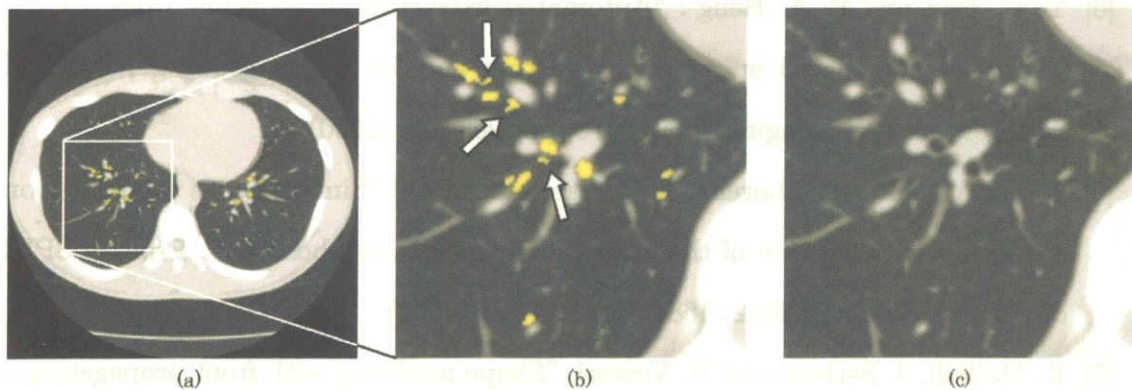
Examples of deterioration of extraction results. Small leakages occurred (white arrows). (a) Extracted bronchus regions (yellow) overlaid on a CT slice. (b) Magnified image of (a). (c) Original CT slice of (b).
